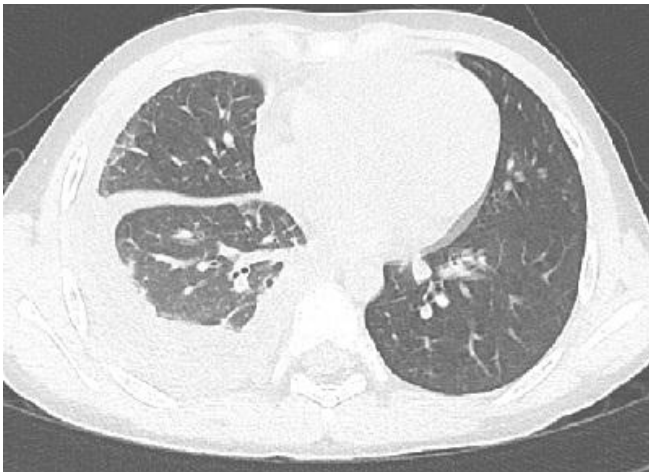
Chest computed tomography shows pleural effusion with fissural thickening and subsegmental atelectasis in right middle and lower lobe.
